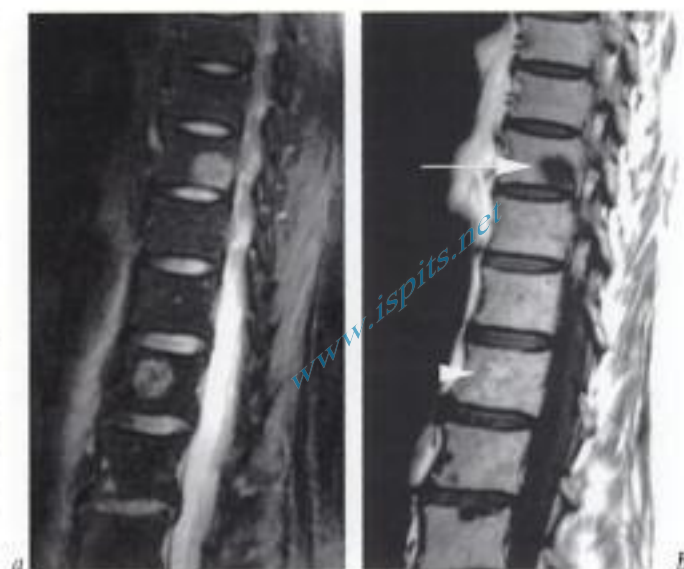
Diagnostic différentiel entre angiome et atteinte métastatique focale (importance de la séquence pondérée T1). IRM du rachis thoracique bas, coupes sagittales pondérées a) T2 avec suppression du signal de la graisse et b) T1 : visualisation en pondération T2 de deux foyers de remplacement médullaire arrondis montrant un hypersignal et une taille comparables. En pondération T1, hyposignal du foyer supérieur (métastase) (flèche) et signal intense du foyer inférieur, lié à son contenu graisseux (angiome) (tête de flèche).
